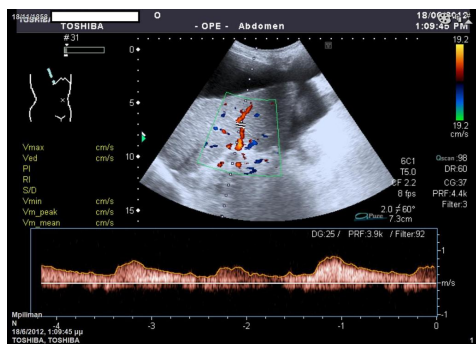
Echo-doppler abdominale montrant un lacis vasculaire du hile hépatique avec conservation d'un flux hépatopète.
